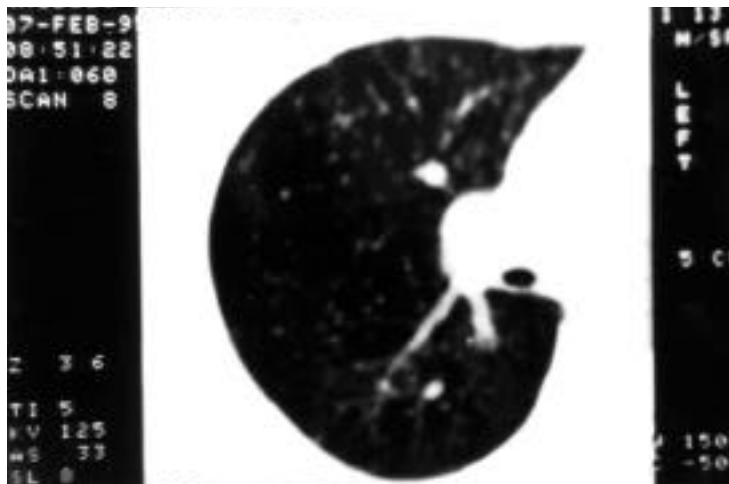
En casos de duda la TAC torácica de alta resolución puede ayudarnos a desvelar un patrón miliar.
